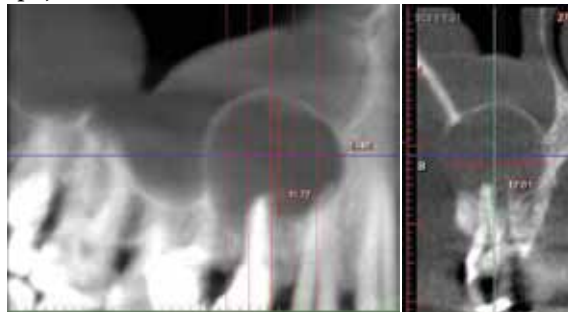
Imaginea tomografiei computerizate la nivelul maxilarului superior pe dreapta
